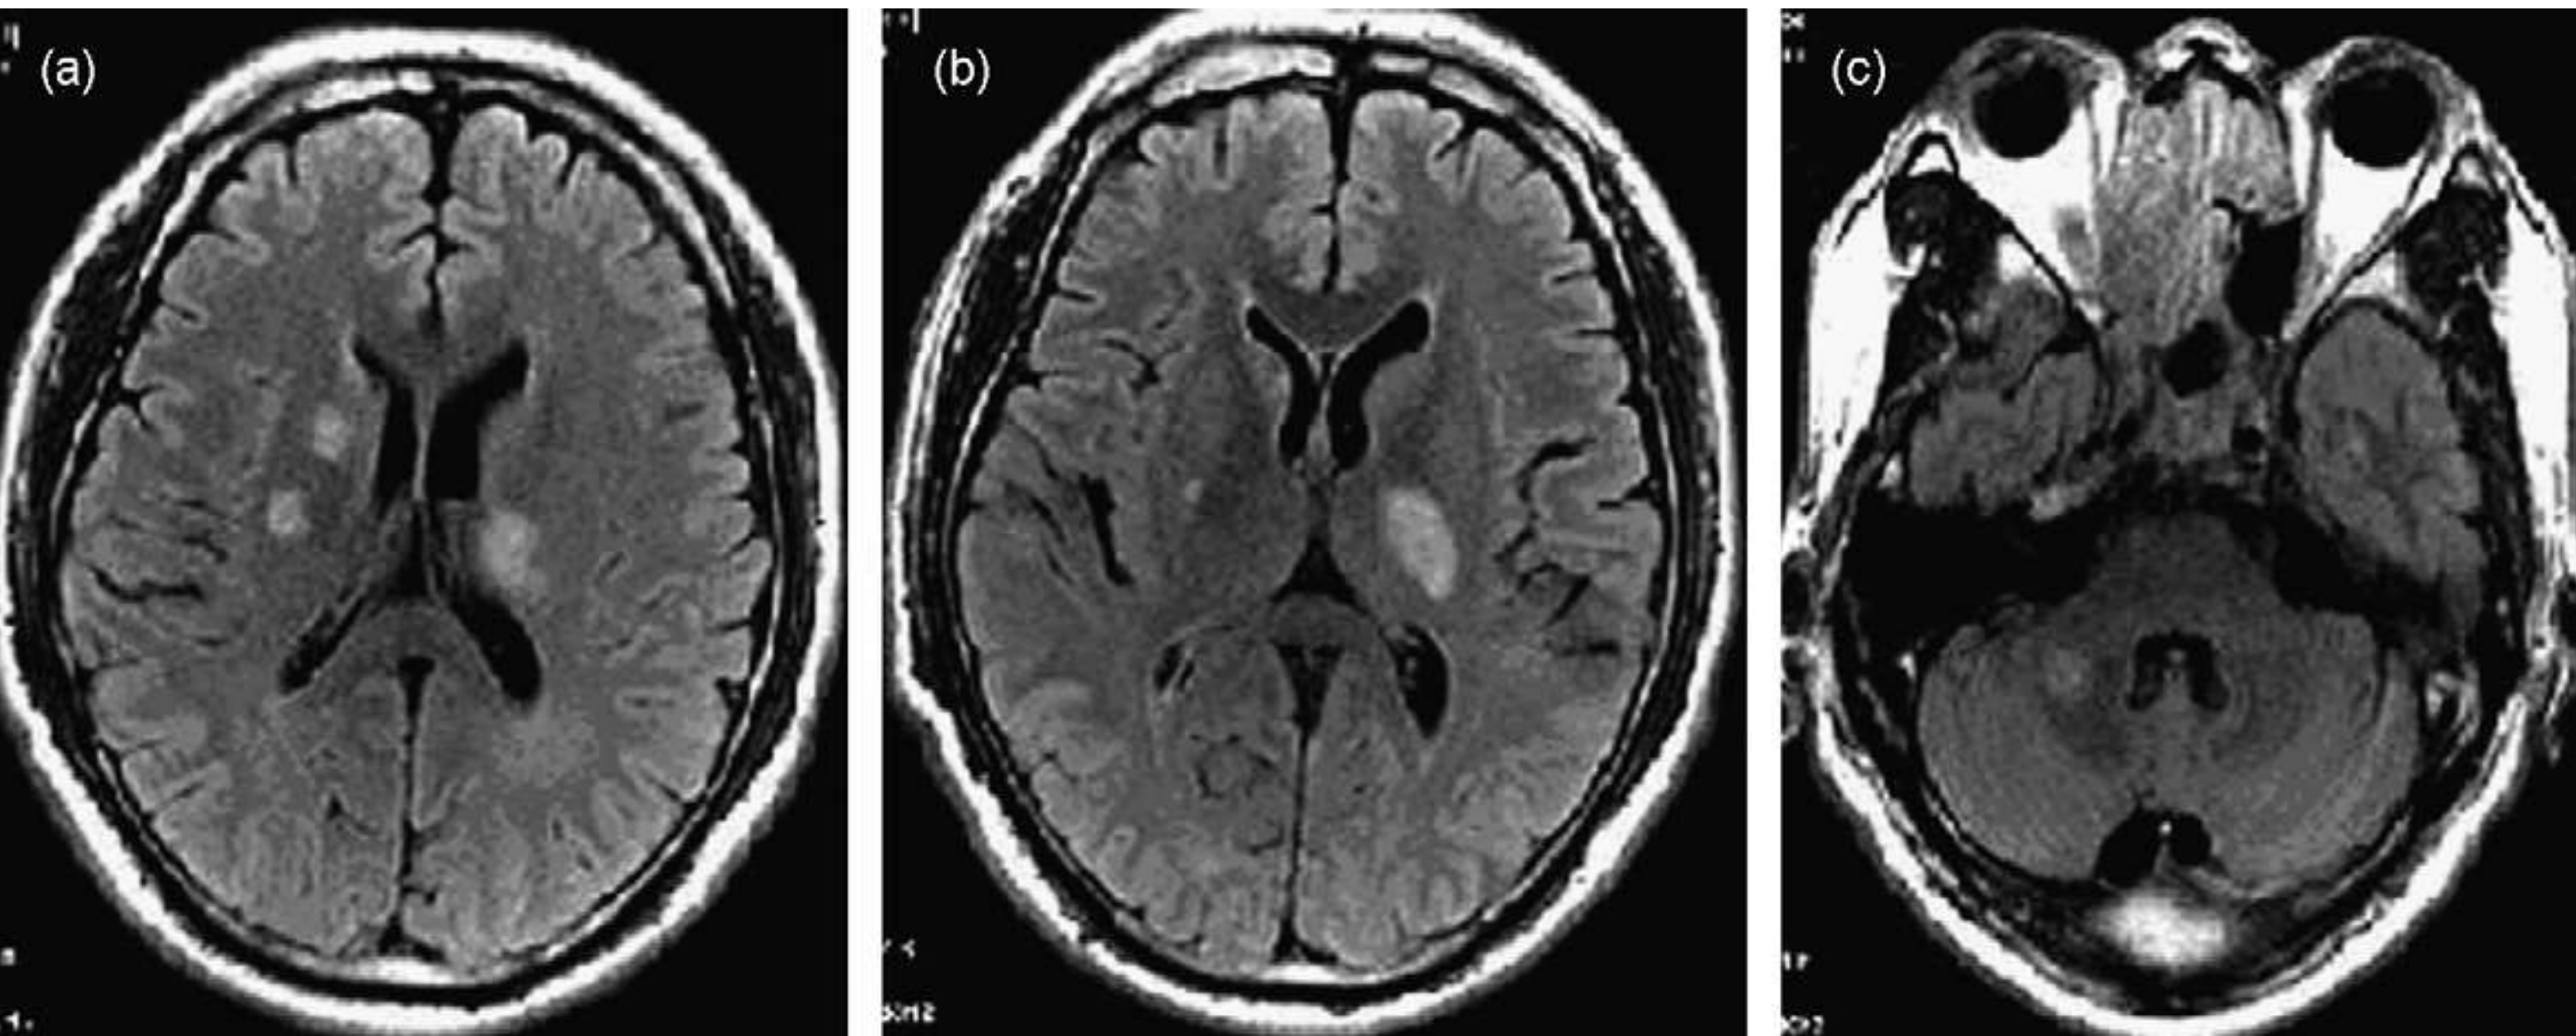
Homem de 44 anos com neurosífilis cerebrovascular que apresentava hemiplegia direita e disartria. A imagem FLAIR mostra hiperintensidade em (a) áreas periventriculares bilaterais, (b) núcleos da base esquerdos e (c) cerebelo direito. Fonte: Peng F et al., Eur J Radiol., 2008 (66):1.
